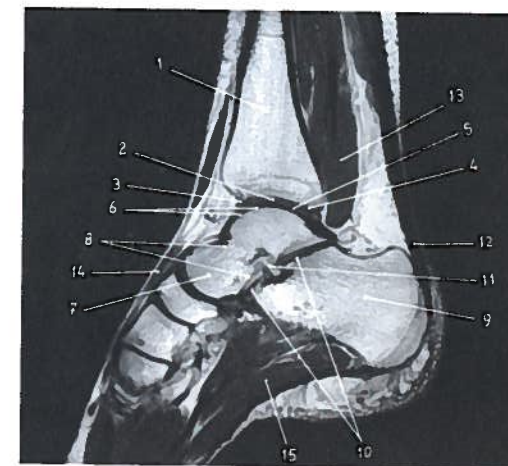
Corte sagital do tornozelo em RM
